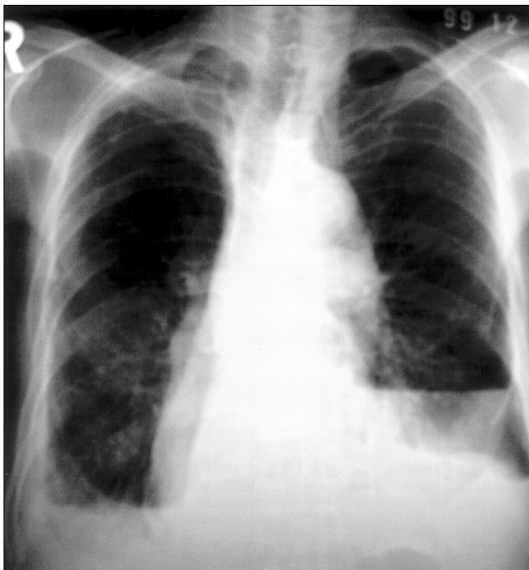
Chest roentgenogram 1 day after the second application of OK-432. The right pleural effusion was decreased but left pleural effusion was developed newly.
